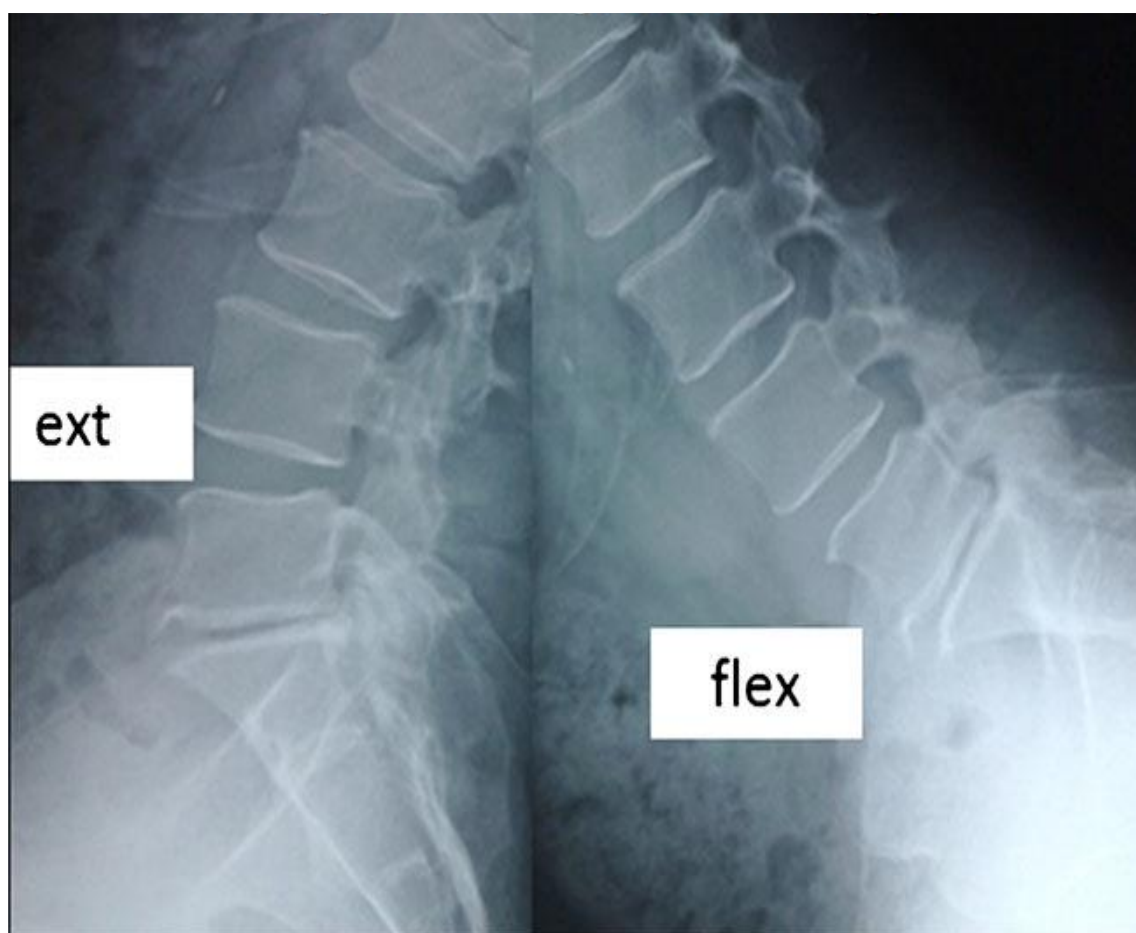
Radiographies dynamiques en flexion–extension lombaire (permettent de rechercher une instabilité).
